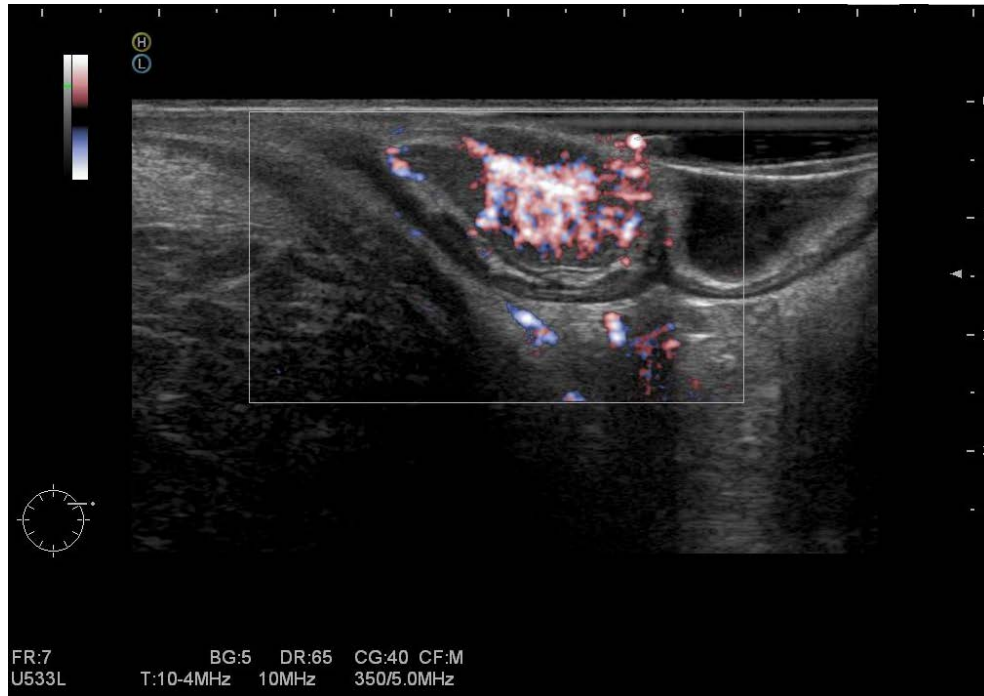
ЭРУЗИ в режиме цветной доплерографии. Ворсинчатая опухоль прямой кишки с нормальной васкуляризацией внутри новообразования. Пациент Р., №И/Б2166-2012
